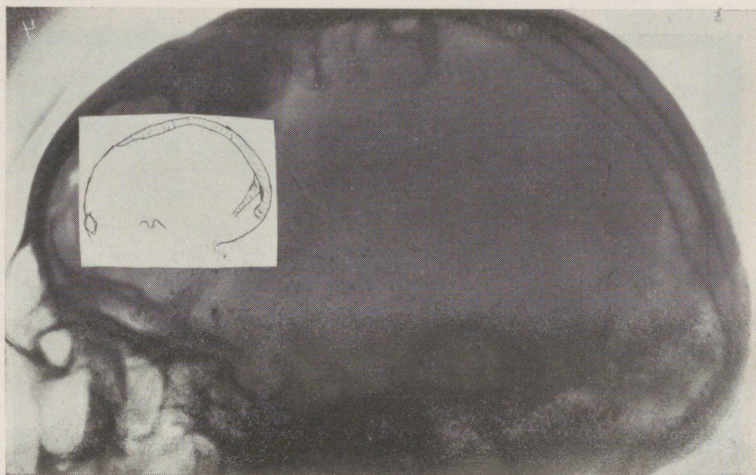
Röntgenbild nach Sinusographie mittels Thorotrast (Fall 6).
